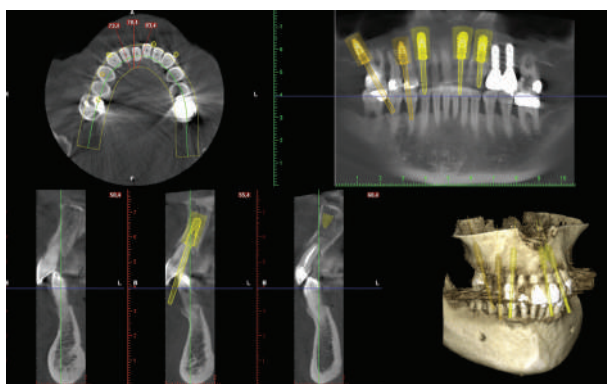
Esame CBCT con prima pianificazione implantare
